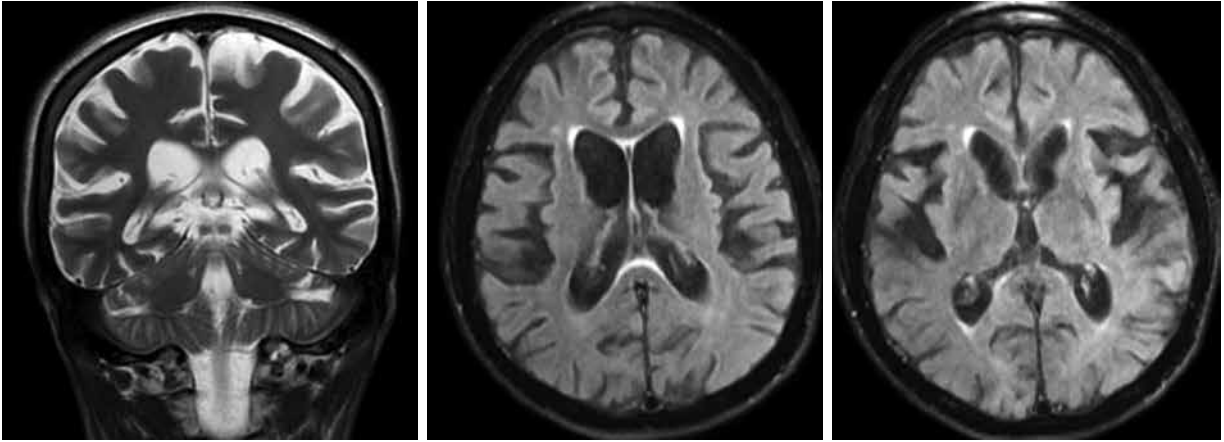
Olgu 1'e ait kraniyal manyetik rezonans görüntüleme.
